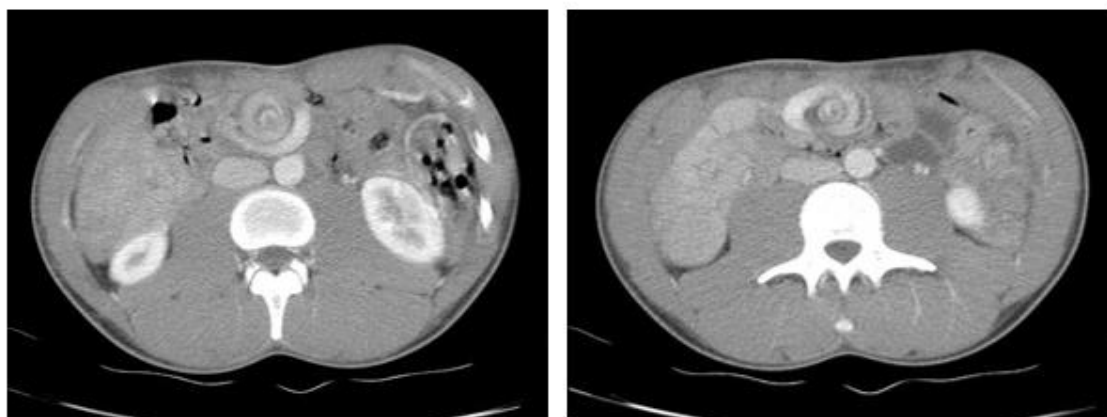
TC Abdômino-pélvica realizada na Urgência (8-10-2014)
